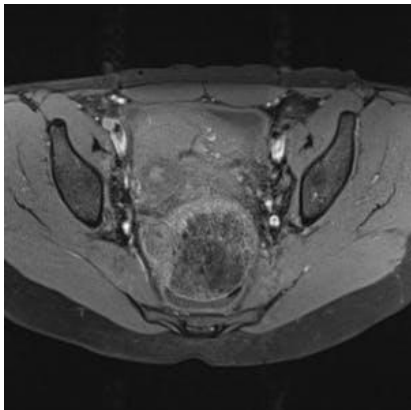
Endométriose sévère avec atteinte digestive sur IRM Pelvis Axial T1 fat sat (47)
